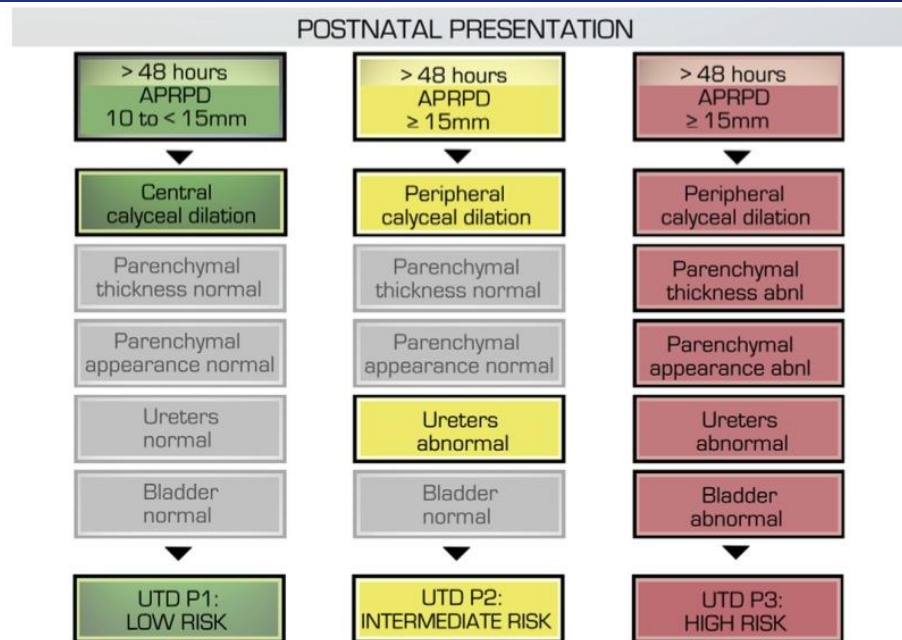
Urinary Tract Dilation (UTD) Risk Stratification – Postnatal Presentation for UTD P1 (low risk), UTD P2 (intermediate risk), and UTD P3 (high risk). Note: Stratification is based on the most concerning ultrasound finding. For example, if the anterior-posterior renal pelvis diameter (APRPD) is in the UTD P1 range, but there is peripheral calyceal dilation, the classification is UTD P2. Similarly, the presence of parenchymal abnormalities denotes UTD P3 classification, regardless of APRPD measurement.
